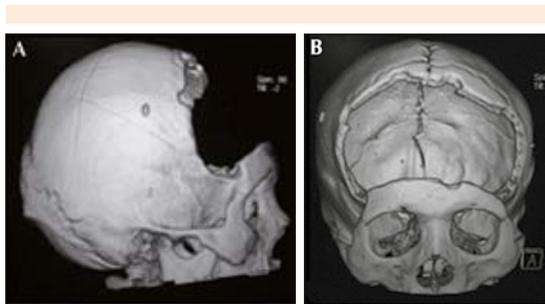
Reconstrucción tridimensional ósea de tomografía axial computada de cráneo, donde se observa una craneotomía bifrontal realizada en un paciente con edema cerebral severo resistente a tratamiento médico.
